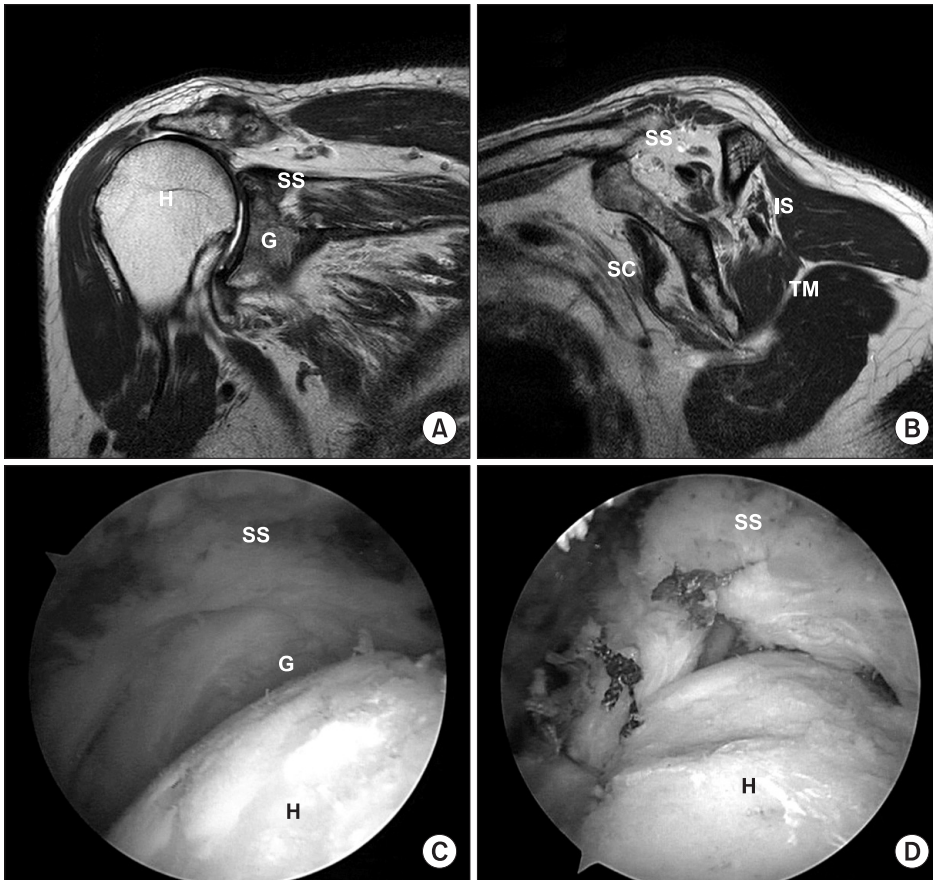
(A) Pre-operative magnetic resonance imaging shows a massive rotator cuff tear with severe tendon retraction and (B) fatty degeneration. (C) Arthroscopic finding of the same patient shows severe retraction of tendons. (D) Rotator cuff tendons could not be restored to the original footprint, despite of mobilization; therefore partial repair was performed. H, humeral head; G, Glenoid; SS, supraspinatus; SC, subscapularis; IS, infraspinatus; TM, teres minor.
